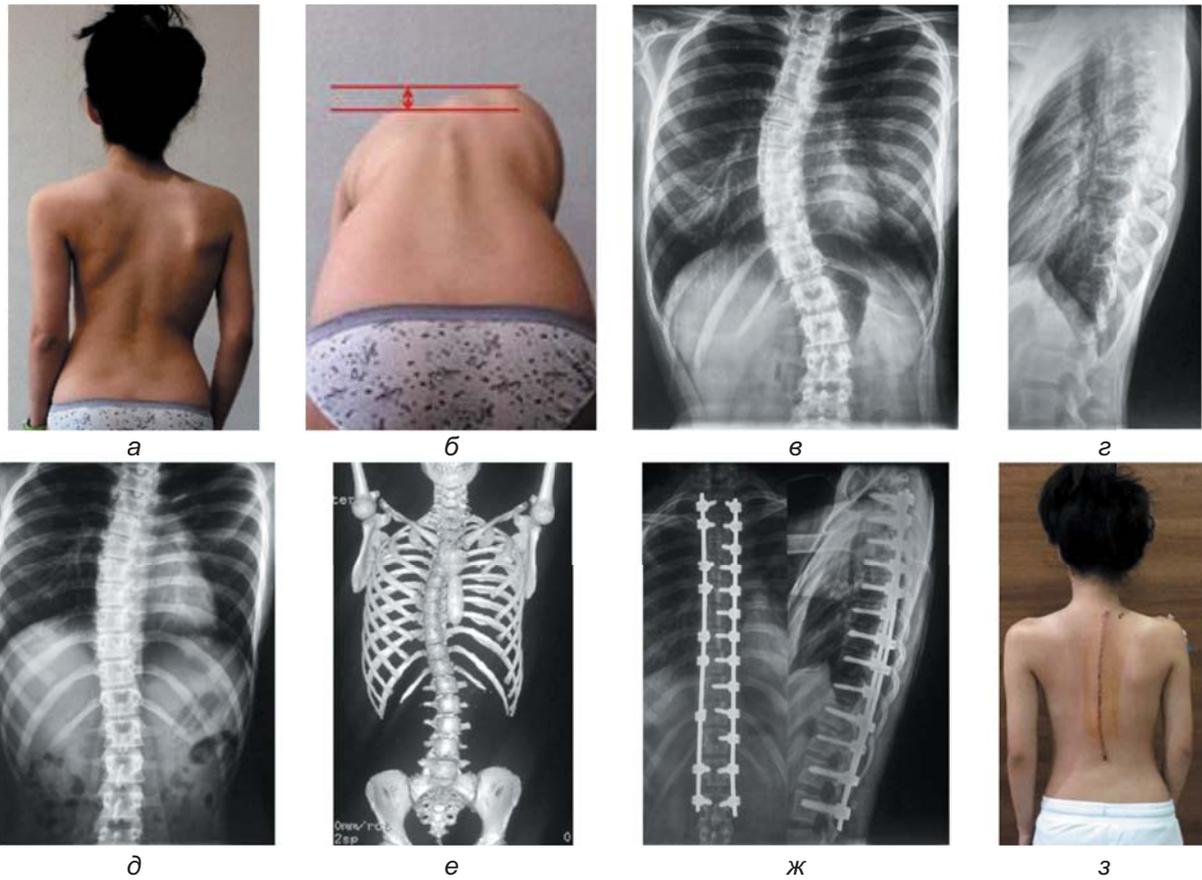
Внешний вид больной А., 14 лет, до операции (а, б). Рентгенограммы (в, г, д) и МСКТ позвоночника пациентки до операции (е). Рентгенограммы позвоночника после операции (ж). Фото перед выпиской из стационара (з)
